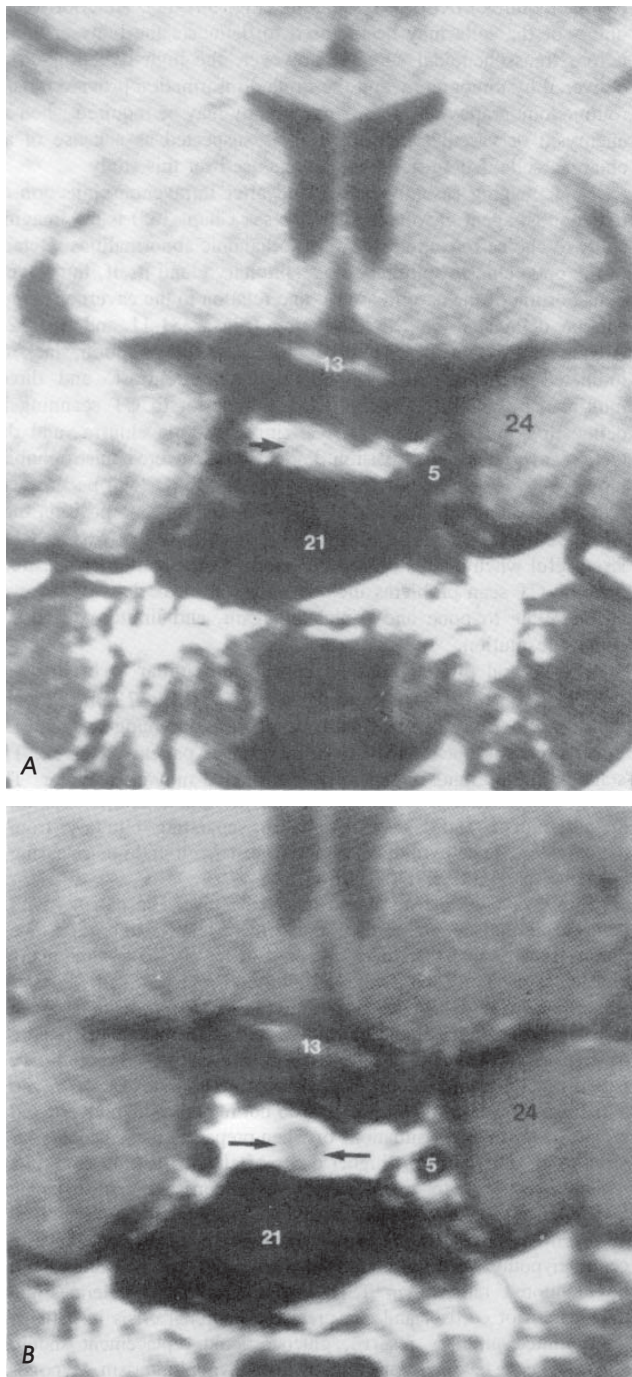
A. Scanare RMN fără contrast, T1 coronală, care arată asimetria glandei pituitare (*săgeată*), datorată probabil unui microadenom hipofizar. S-a notat cu (5) artera carotidă internă din sinusul cavernos, cu (13) chiasma optică, cu (21) sinusul sfenoid și cu (24) lobul temporal. B. RMN cu substanță de contrast (gadoliniu), T1 coronală, care identifică un microadenom de 4 mm, situat în dreapta liniei mediane (*săgeți*). (După DJ Quint, 1992)
